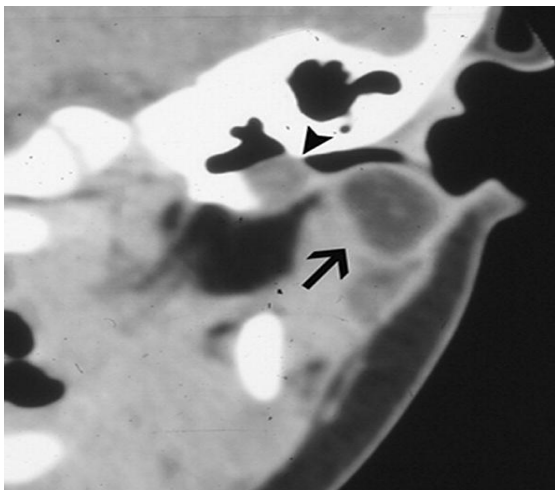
TC Coronal de quiste Tipo 2 de la 1ª hendidura branquial en la parótida (flecha) que está conectado a través de quiste más pequeño al CAE en la union osteocartilaginosa (punta de flecha) (Khanna G. Radiographics 2006;26: 157-71)
